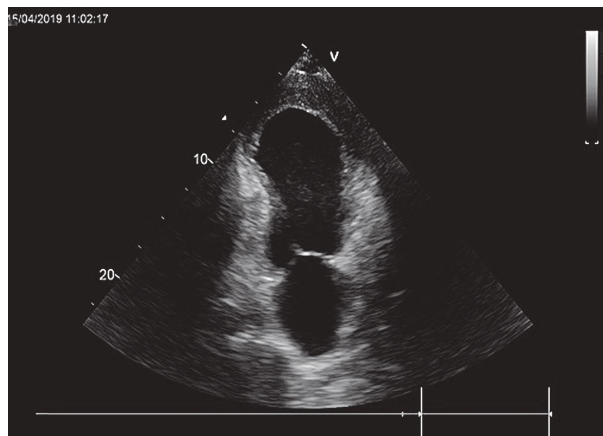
Аневризма верхівки і МШП лівого шлуночка з пристінковим тромбом А4С, Color Doppler of TV.
